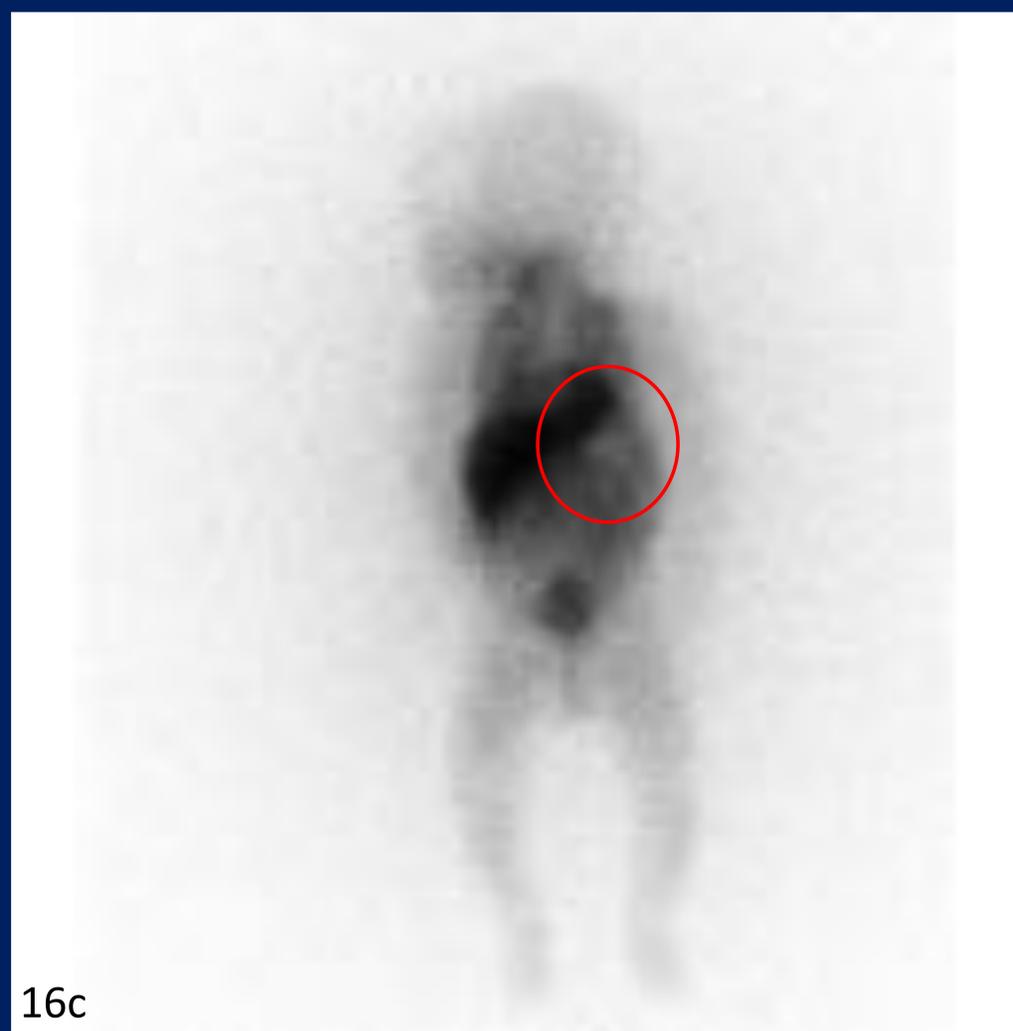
Hemorragia suprarrenal izquierda (a y b). Ecografía donde se identifica imagen hipoecoica, redondeada, con múltiples septos. (c). Gammagrafía con MIBG donde no se observa depósito patológico del radiotrazador.
